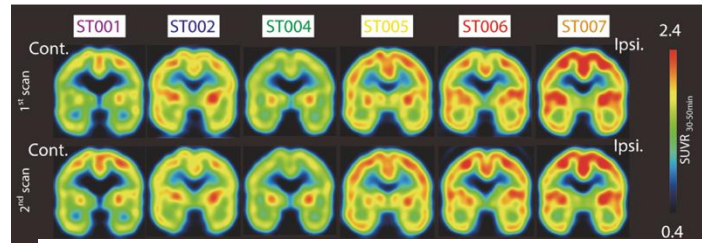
1回目と2回目の $[^{11}\text{C}]\text{K-2}$ PET 画像 白質を参照としたSUVR
